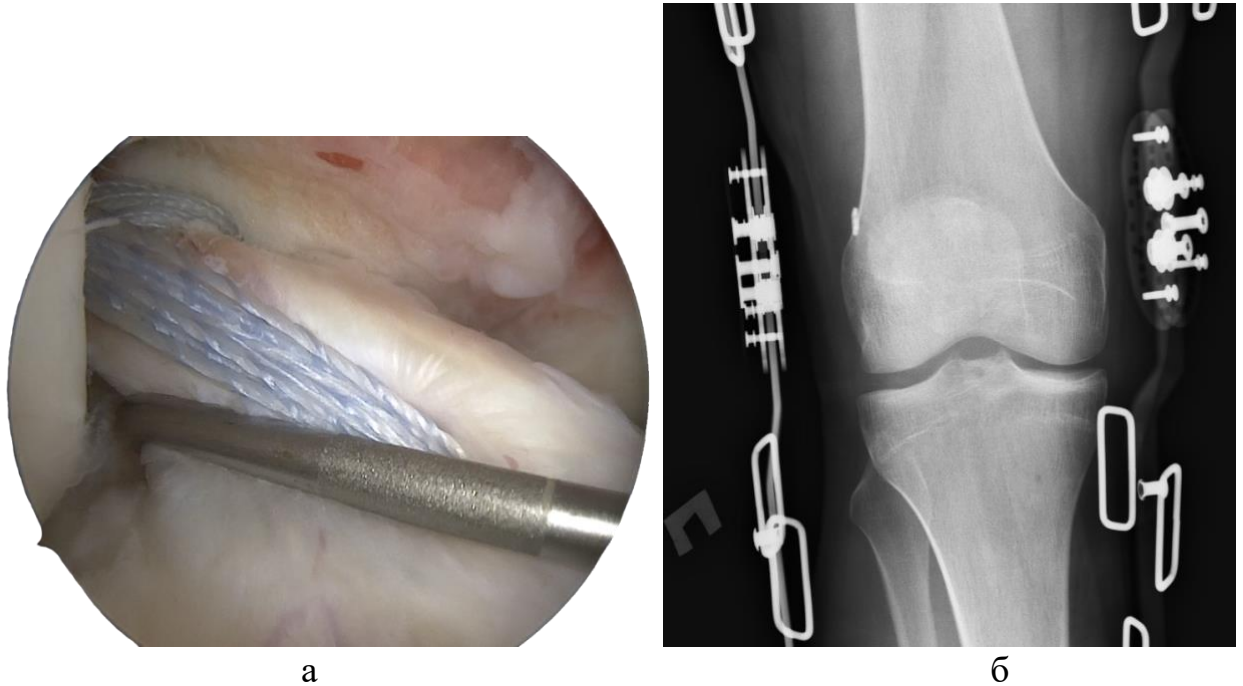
Пациент Т.: а - артроскопическая картина восстановленной ПКС с дополнительной аугментацией; б - рентгенограмма после операции в ортезе
